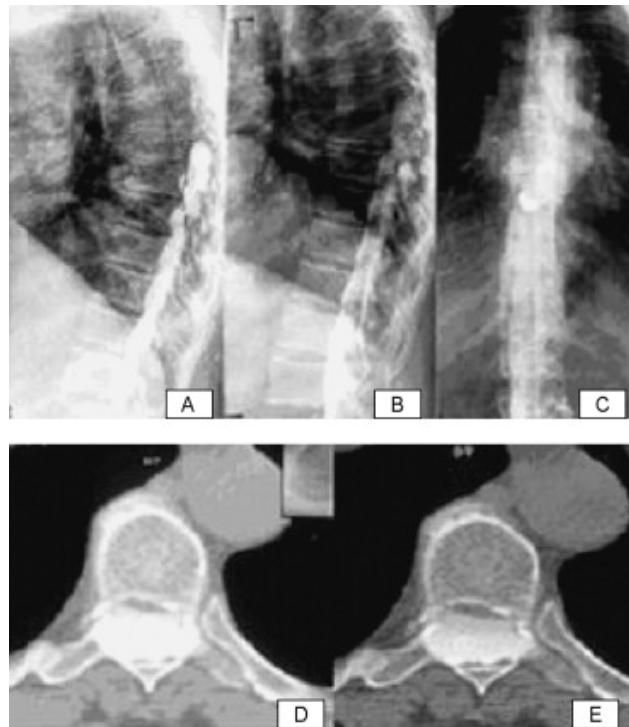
Aspects en myélographie complétée par la TDM : A : la lésion se remplit précocement par le produit de contraste, de siège rétromédullaire ; B : arrêt de type extradural ; C : la lésion communique avec les espaces sous-arachnoïdiens, huit heures plus tard ; D : la lésion occupe la quasi-totalité du canal rachidien ; E : la lésion reste imprégnée par le produit de contraste sur des clichés tardifs.
